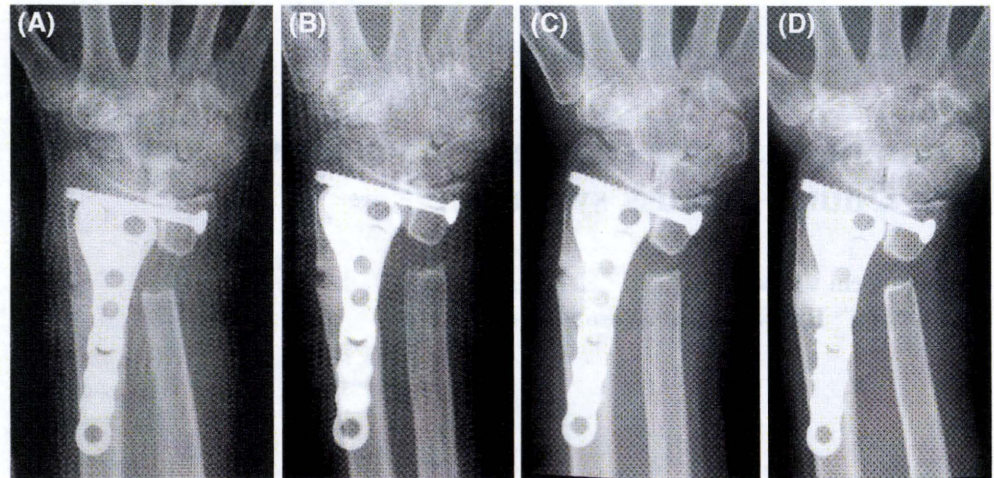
Sequential radiographic changes after osteosynthesis. a Immediately after the operation, b 5 weeks after the operation, c 3 months after the operation, d 9 months after the operation
